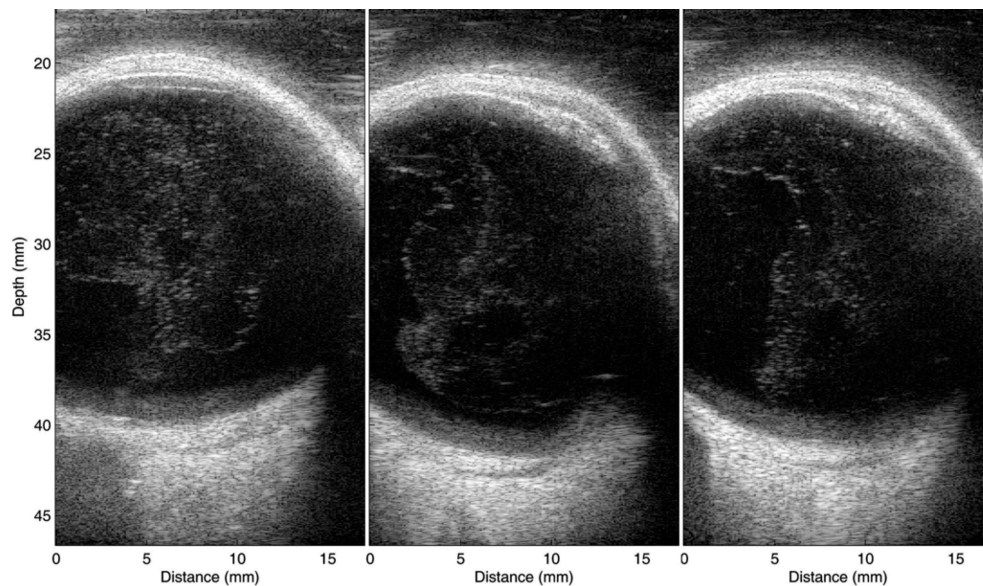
Imágenes de ultrasonido de los ojos de un hombre de 59 años de edad, 3 meses después de un desprendimiento del vítreo posterior incompleto. Las imágenes fueron adquiridas en un examen de inmersión supina utilizando un transductor anular experimental de 20 MHz con codificación de impulsos por excitación. Con ello se consigue una profundidad de campo mayor, lo que permite la visualización de heterogeneidades vítreas débilmente reflectantes que no eran detectables con sondas convencionales. Tomado de Ketterling (Ketterling et al., 2005; Mamou et al., 2008; R. H. Silverman et al., 2012)
